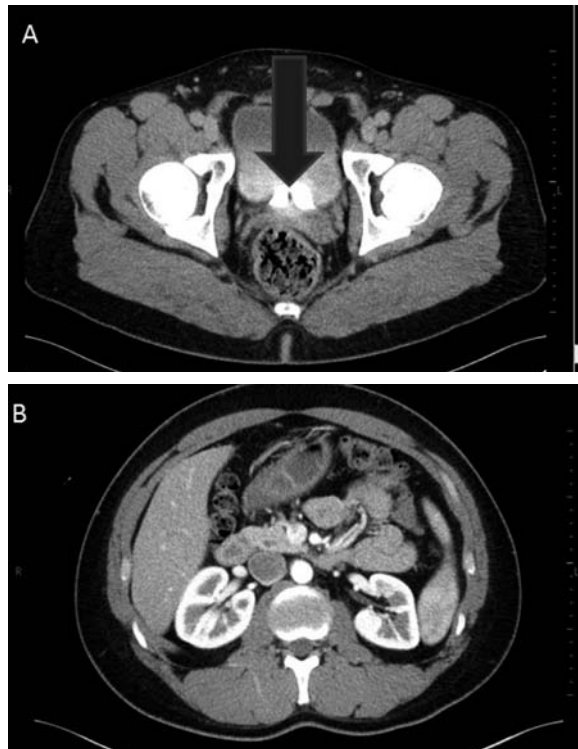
A: Pelvic CT showed two ureteroceles in the bladder. B: Abdominal CT showed no hydronephrosis.
